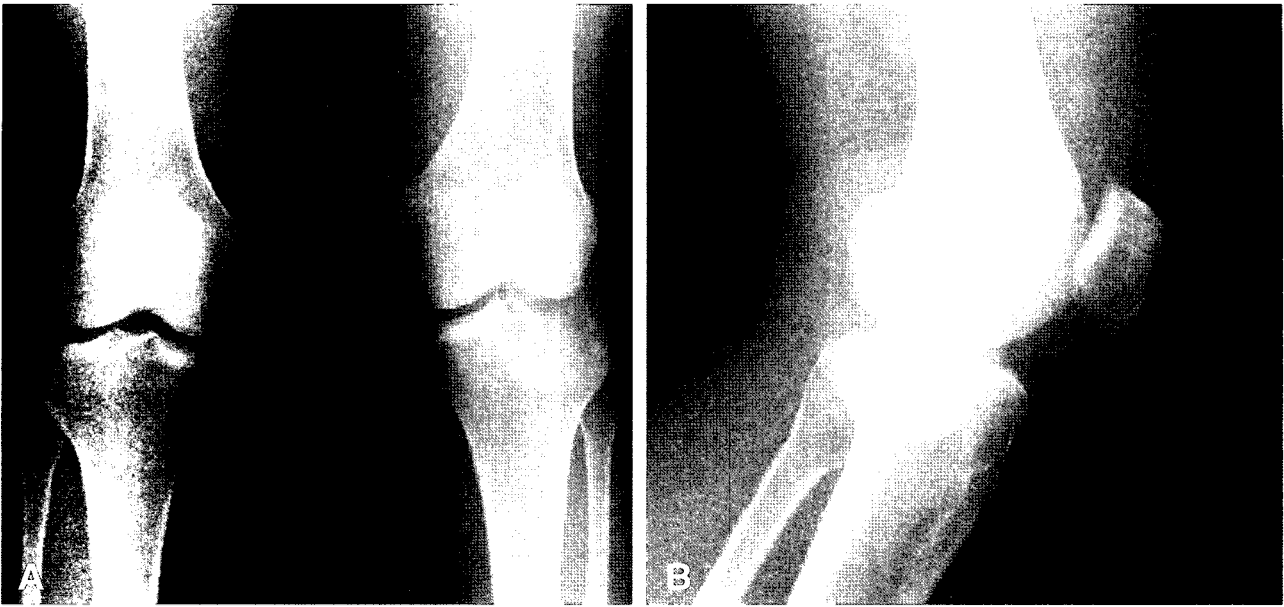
Preoperative radiographic findings. (A) Radiographic appearance of a depressed lateral tibial plateau fracture. (B) A tomograph in the lateral projection showed depression of lateral tibial plateau.
